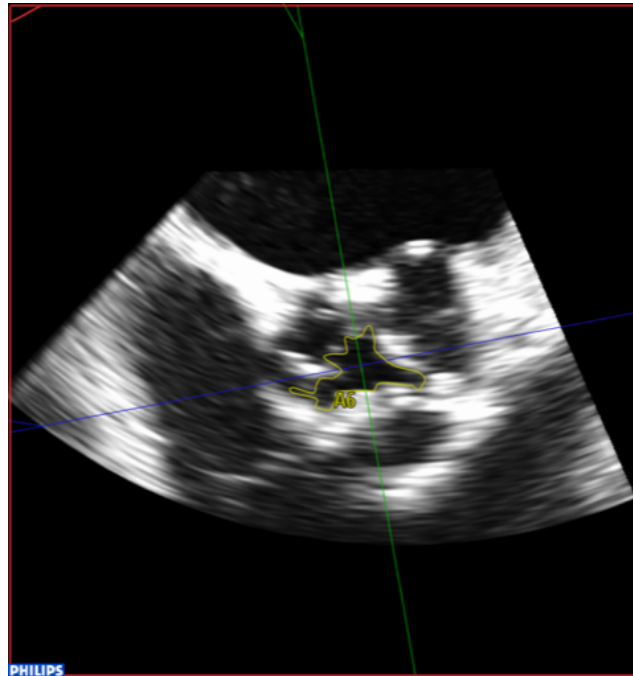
Planimetrie in kurzer Achse parasternal
